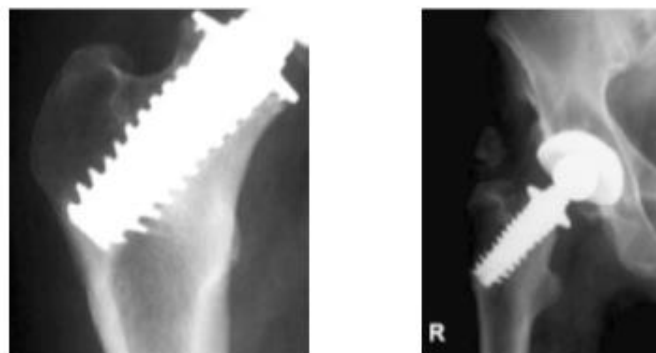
Prótese Spiron e respectiva radiografia [52][70].
